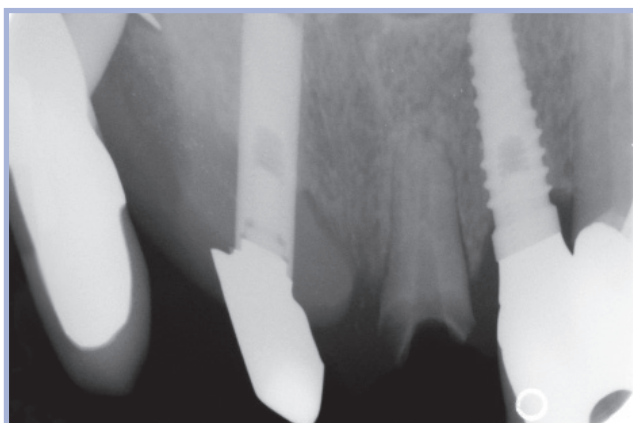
Radiografia pre-operatoria
